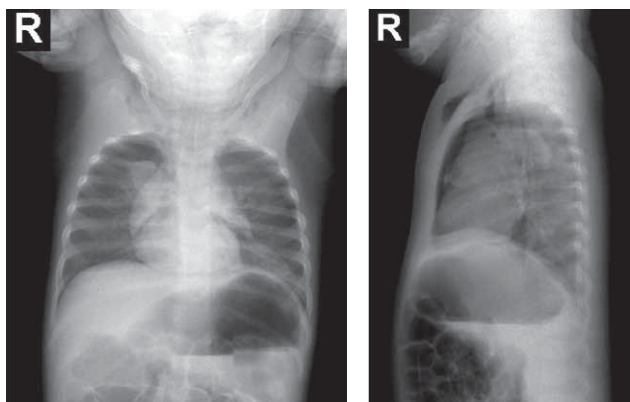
Radiografie toracică față și profil. Pneumotorax, pneumomediastin, emfizem subcutanat cervical și toracic anterior
